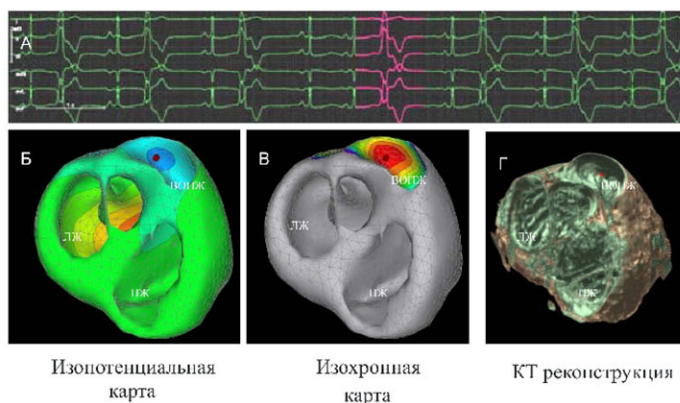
Топическая диагностика ЖЭС из передне-септальной позиции ВОПЖ: А – стандартные отведения ЭКГ; Б – изопотенциальная карта, полученная методом неинвазивного картирования; В – изохронная карта; Г – 3D-реконструкция сердца, полученная при СКТ
